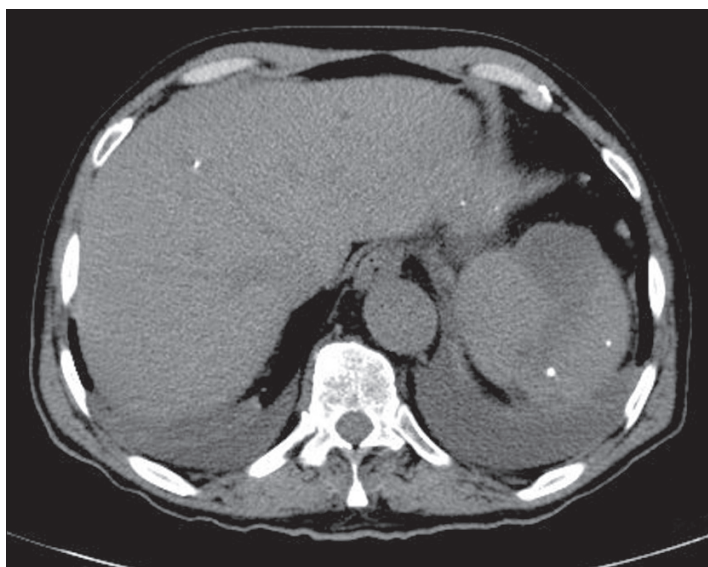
КТ брюшной полости: инфаркт селезенки в верхнем полюсе размером 5 × 4 см.
